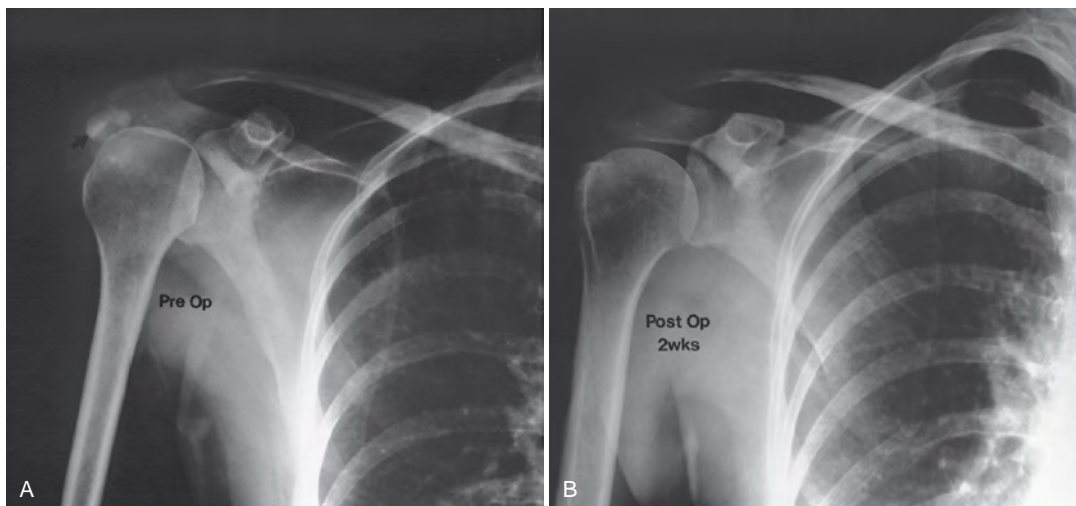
A, radiografía preoperatoria que muestra depósitos de calcio. B, radiografía tomada 2 semanas después de la cirugía
